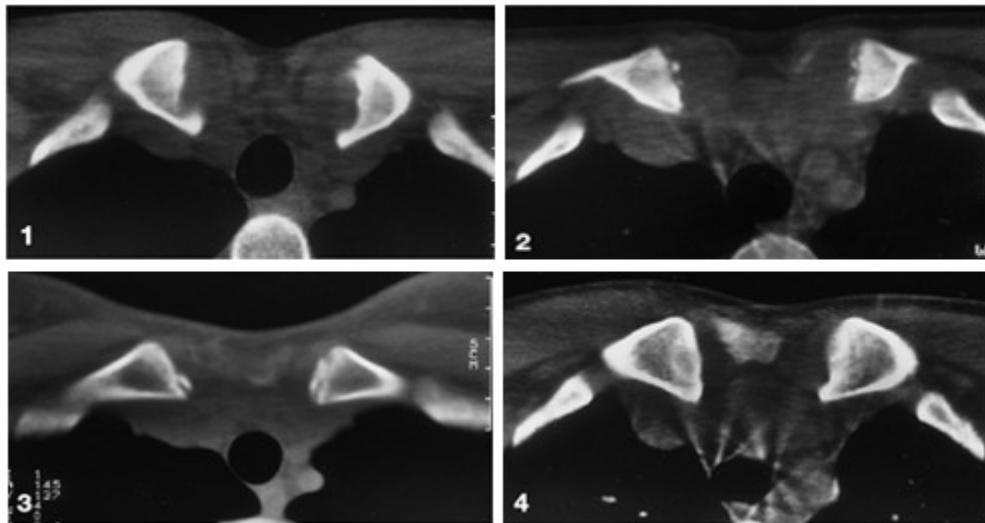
Stadien der Claviculaentwicklung im CT (Kreitner et al. 1998).
